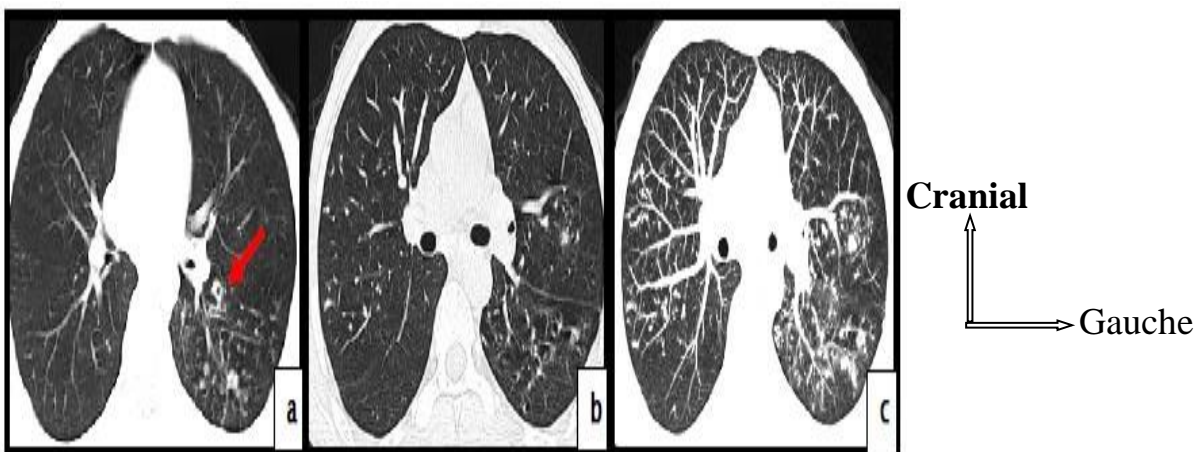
TDM thoracique, fenêtre parenchymateuse, en coupes axiales (a,b)et en reconstruction coronale et MIP(Maximum intensity projection (c)) [34]: Micronodules péri-broncho-vasculaires et nodules acinaires (flèche haut situé) au niveau du lobe moyen et lobe inférieur droit, avec des macro nodules groupés en rosettes acinaires et un foyer alvéolaire excavé au niveau du lobe inférieur droit (flèche au milieu).
